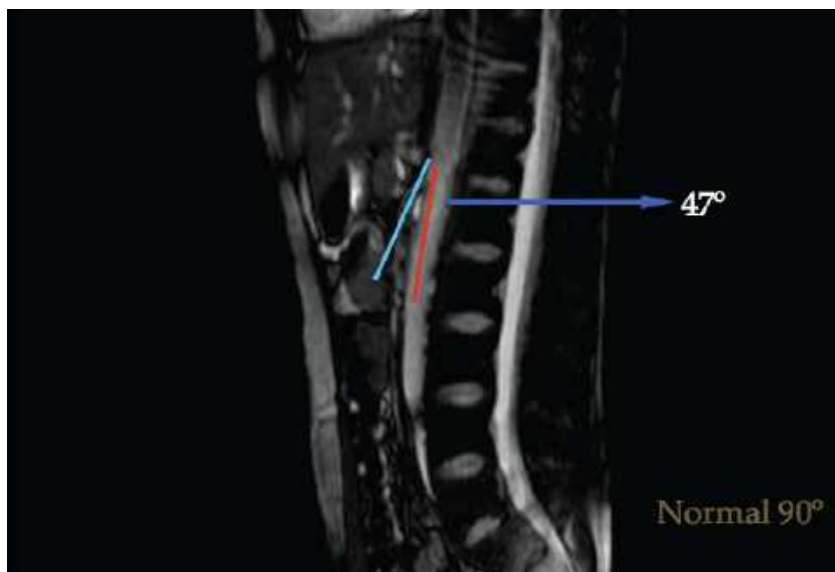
Resonancia magnética: compresión de la vena renal izquierda.
